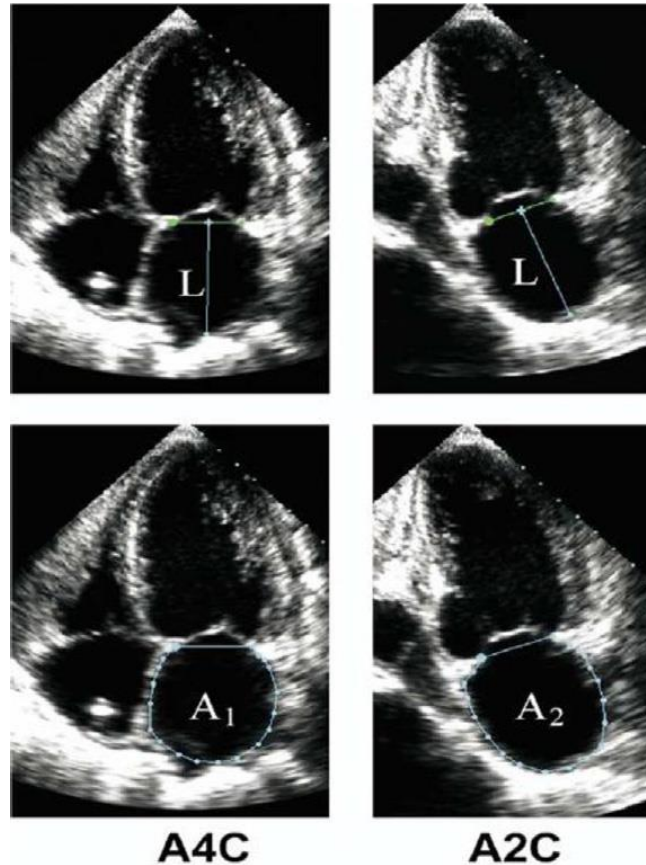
Echokardiographische Berechnung des linksatrialen Volumenindex im Vier-Kammerblick (A4C) und Zwei-Kammerblick (A2C); A1: Vorhoffläche im 4-Kammer-Blick; A2: Vorhoffläche im 2-Kammer-Blick; L: kürzeste gemessene Vorhofflänge (von posteriorer linksatrialer Wand bis zur Verbindungslinie zwischen den Mitralklappenrändern); Abbildung aus „Recommendations for Cardiac Chamber Quantification by Echocardiography in Adults: An Update from the American Society of Echocardiography and the European Association of Cardiovascular Imaging“ (Lang et al. 2015).
